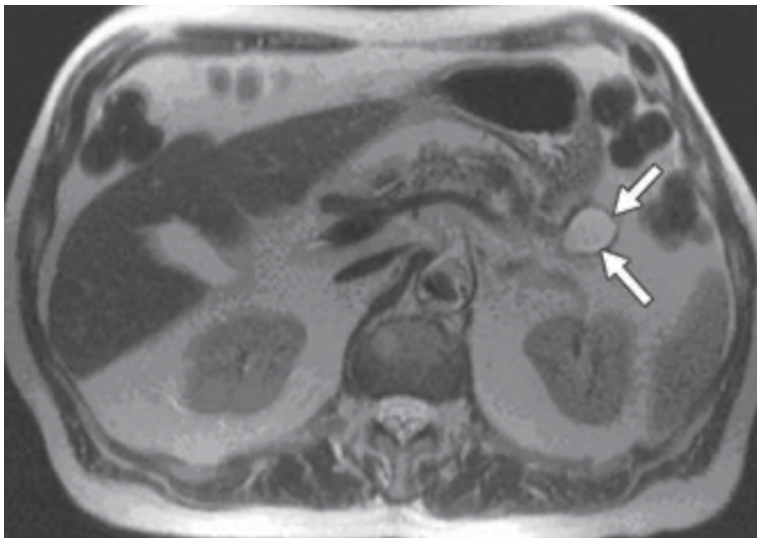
Pseudoquiste en RM (14)
